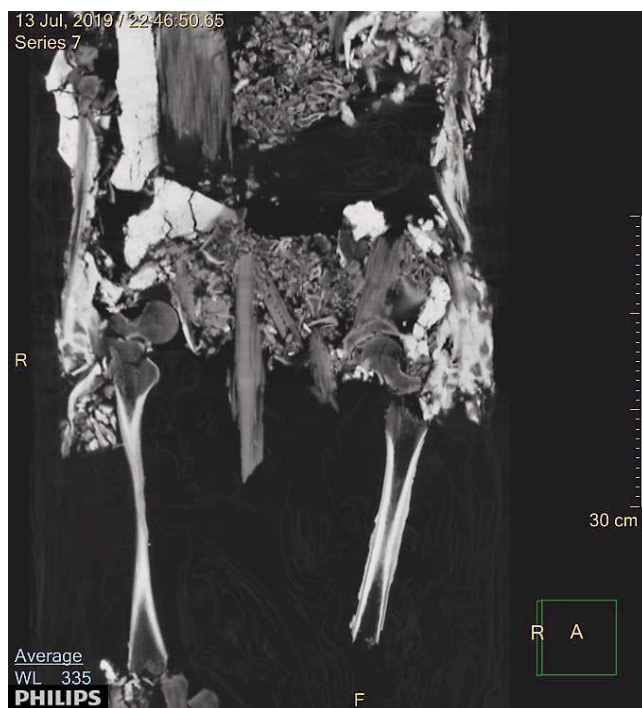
КТ сохраненных костей таза и проксимальных отделов нижних конечностей. Переломы и костные дефекты бедренных костей. Ассимилированные напластования вдоль наружной кортикальной пластинки левой бедренной кости — деградированный жировоск мягких тканей
